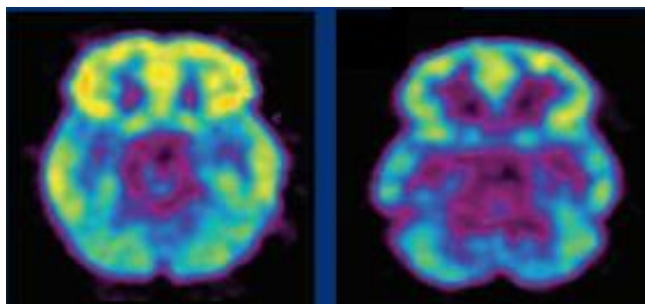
Tomografia por emissão de pósitrons mostrando um cérebro saudável à esquerda e cérebro de um usuário de cocaína à direita (NIDA, 2014).
